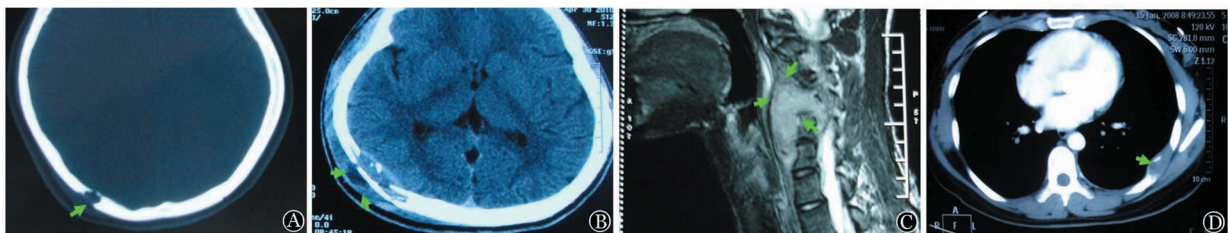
CT及MRI检查示朗格汉斯细胞组织细胞增生症患者骨骼病变(箭头所示)
